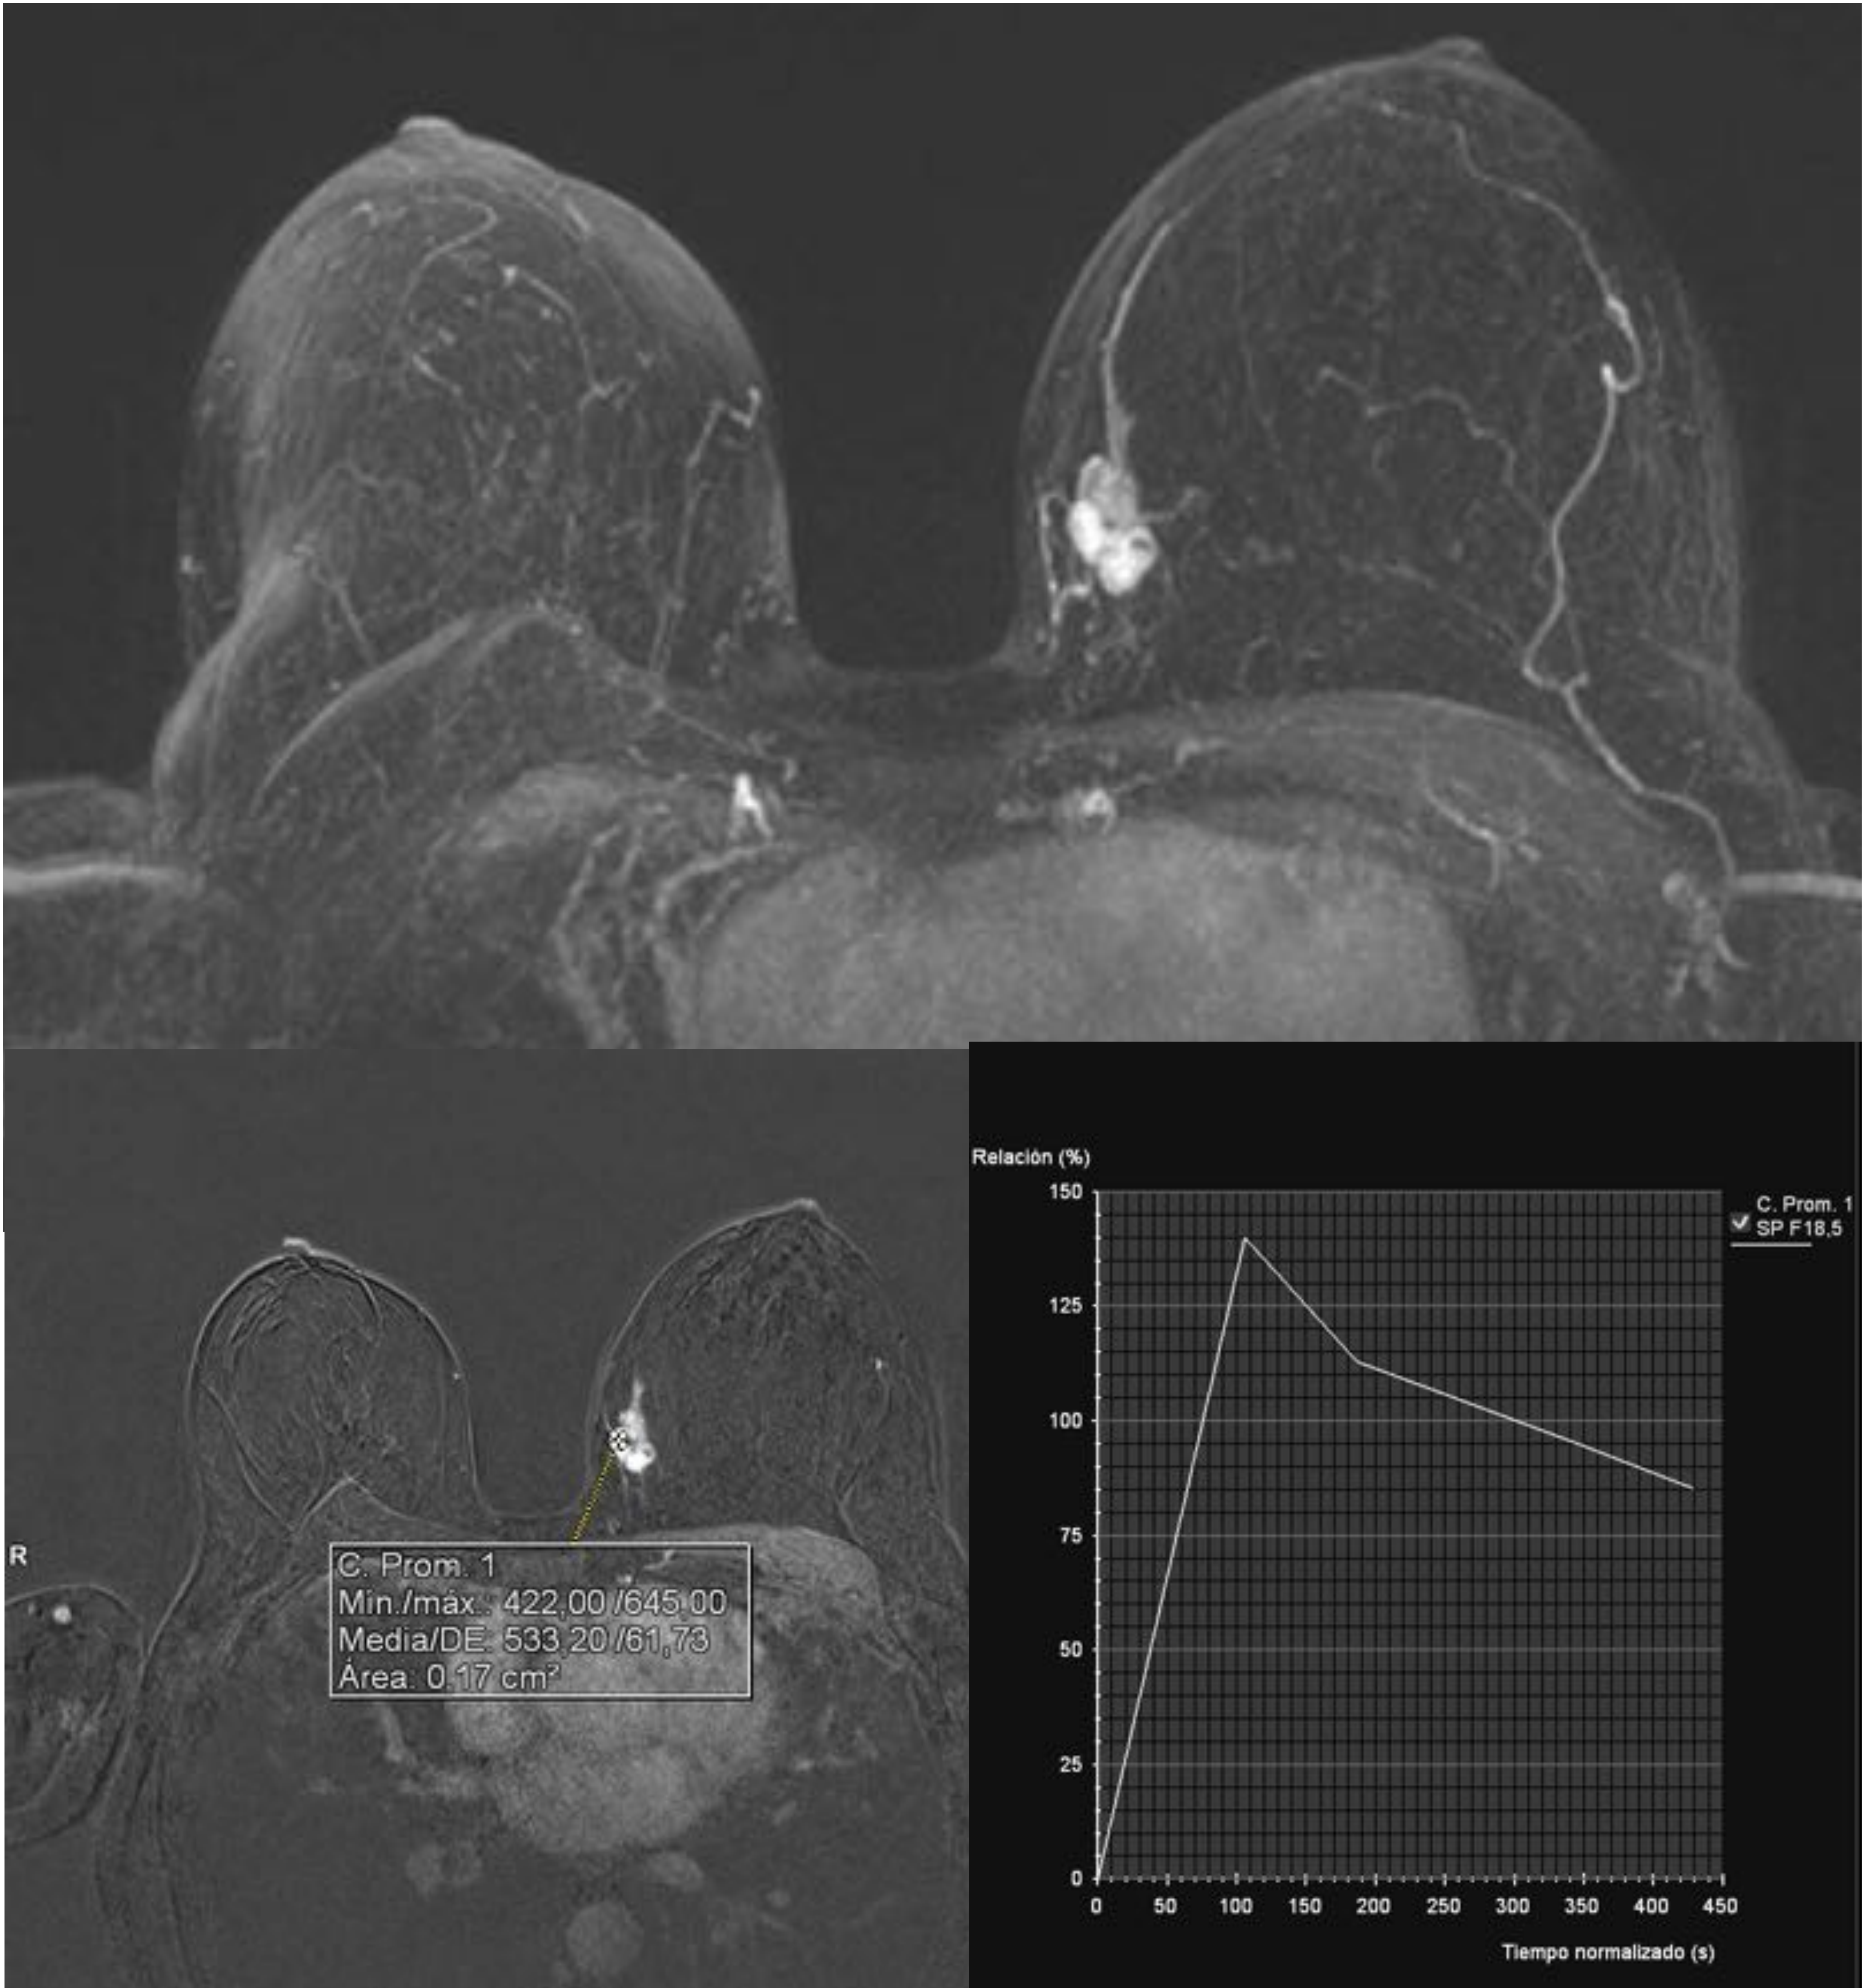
RM de mama MIP y estudio dinámico: Nódulo solitario irregular con márgenes mal definidos que se corresponde con nódulo de la paciente 1. Biopsia: CLI.
